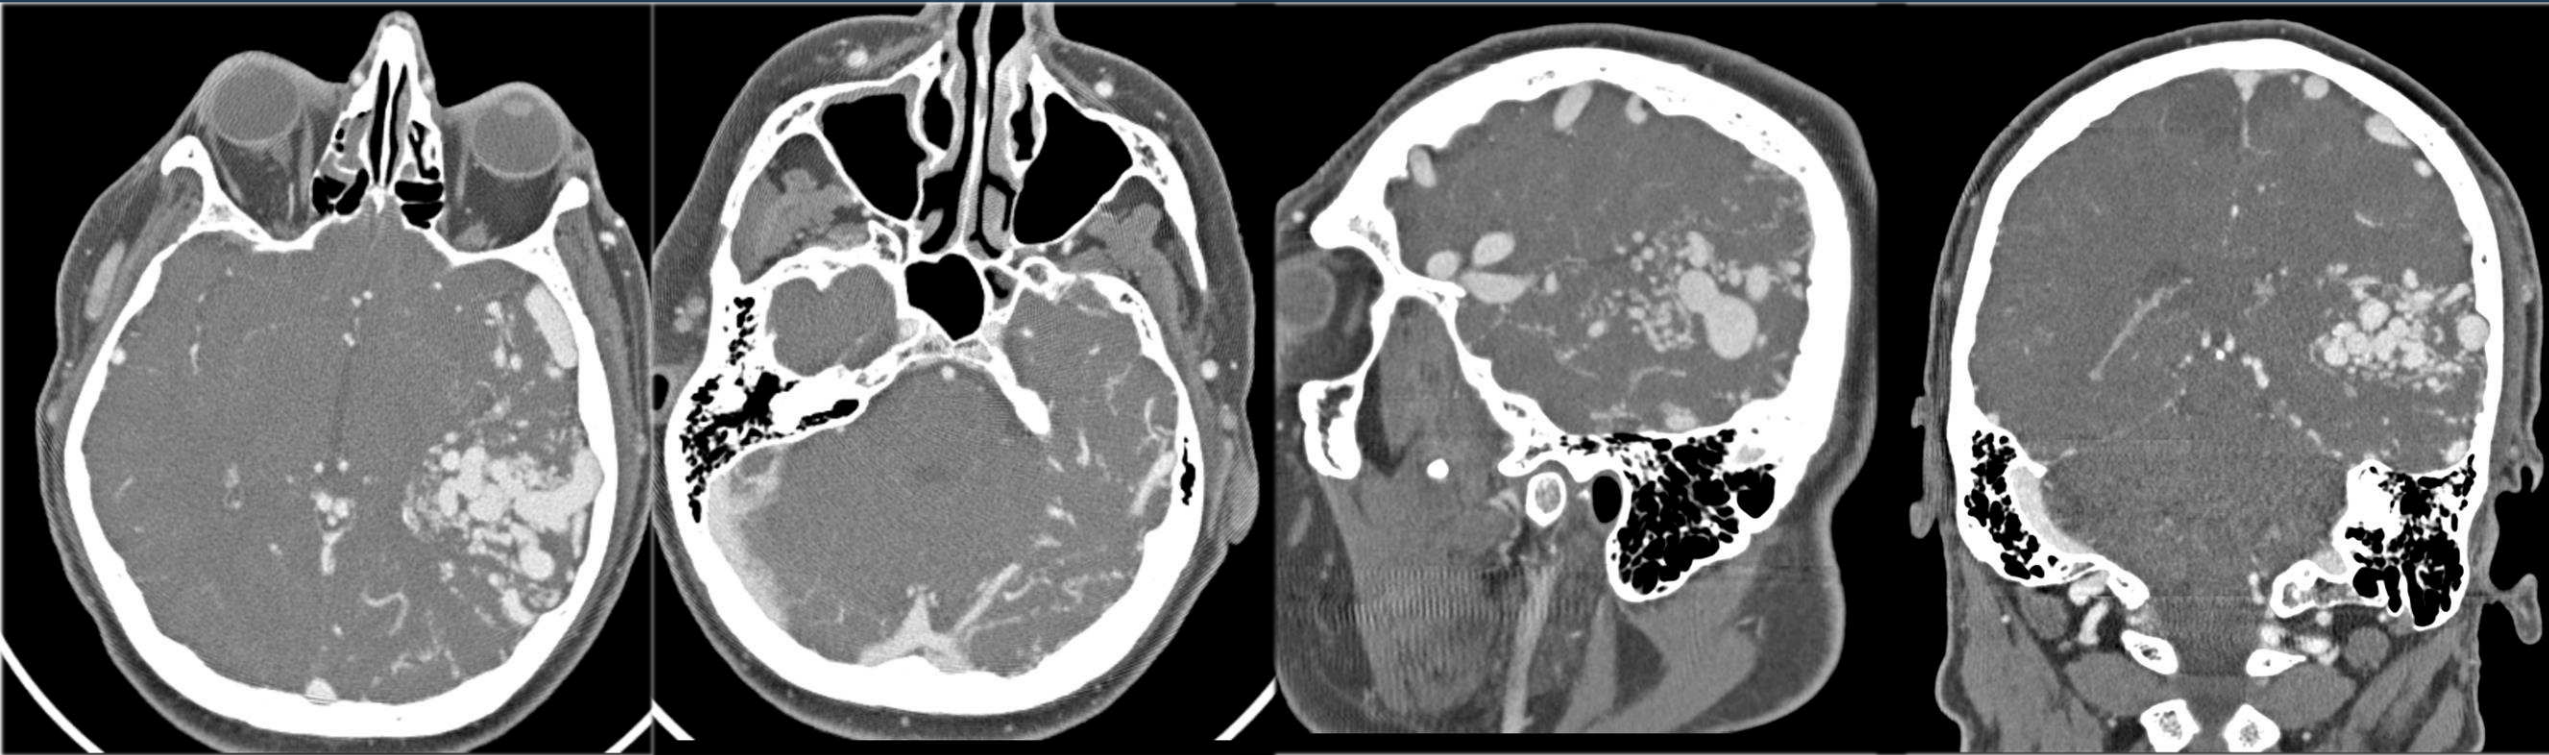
Imágenes de Angio-TC cerebral en proyecciones axiales, sagital y coronal que muestran una MAV cerebral localizada en la región parieto-temporal izquierda con unas medidas mayores a 6 cm. Drenaje venoso superficial hacia seno longitudinal superior y seno lateral izquierdo, sin evidencia de drenaje profundo (MAV grado IV de Spetzler-Martin).
